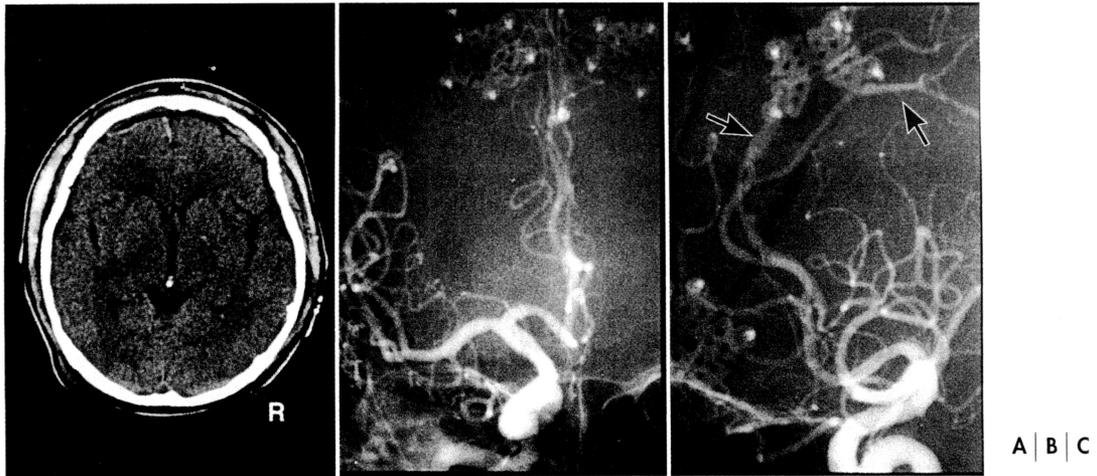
A: Post operative CT scan. No additional low density area was noticed. B, C: Postoperative left ICAG. The territory of the left pericallosal and callosomarginal artery was perfused with the flow via side-to-side anastomoses. Arrows show the point of anastomosis.
